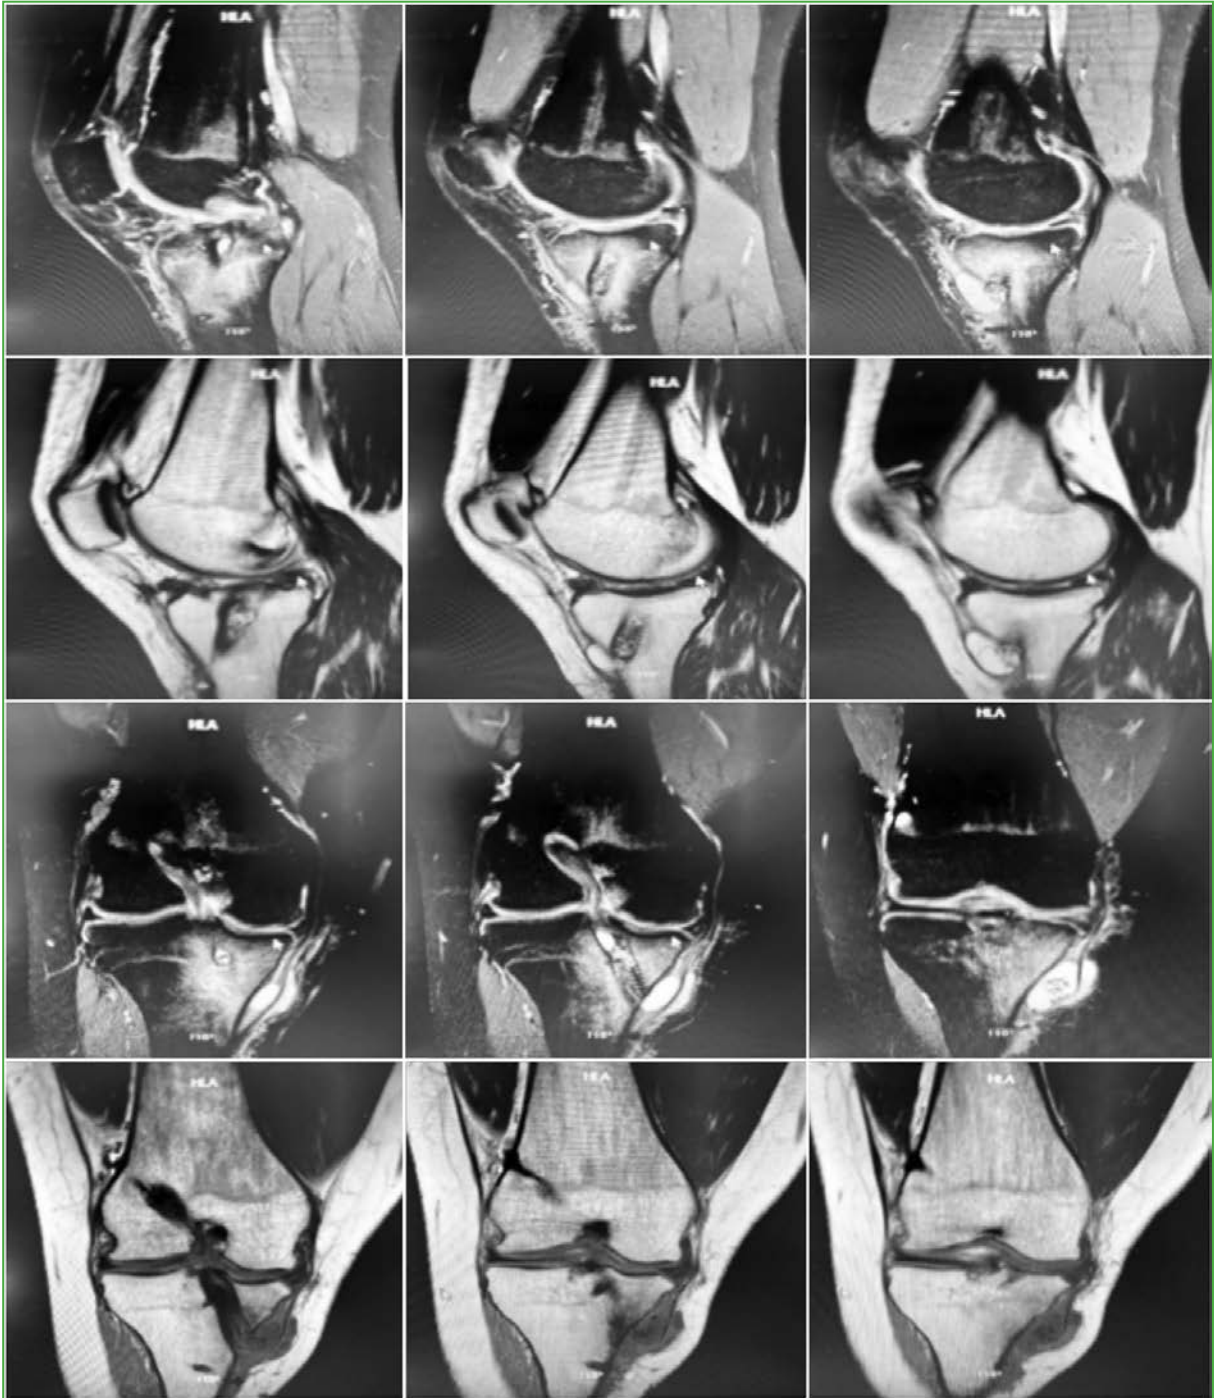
Resonancia magnética de rodilla derecha, cortes sagitales y coronales en secuencias T1 y T2. Se observa la continuidad del injerto en longitud y de sus inserciones proximal y distal más una masa quística pretibial anteromedial y signos de edema óseo alrededor del túnel tibial.
